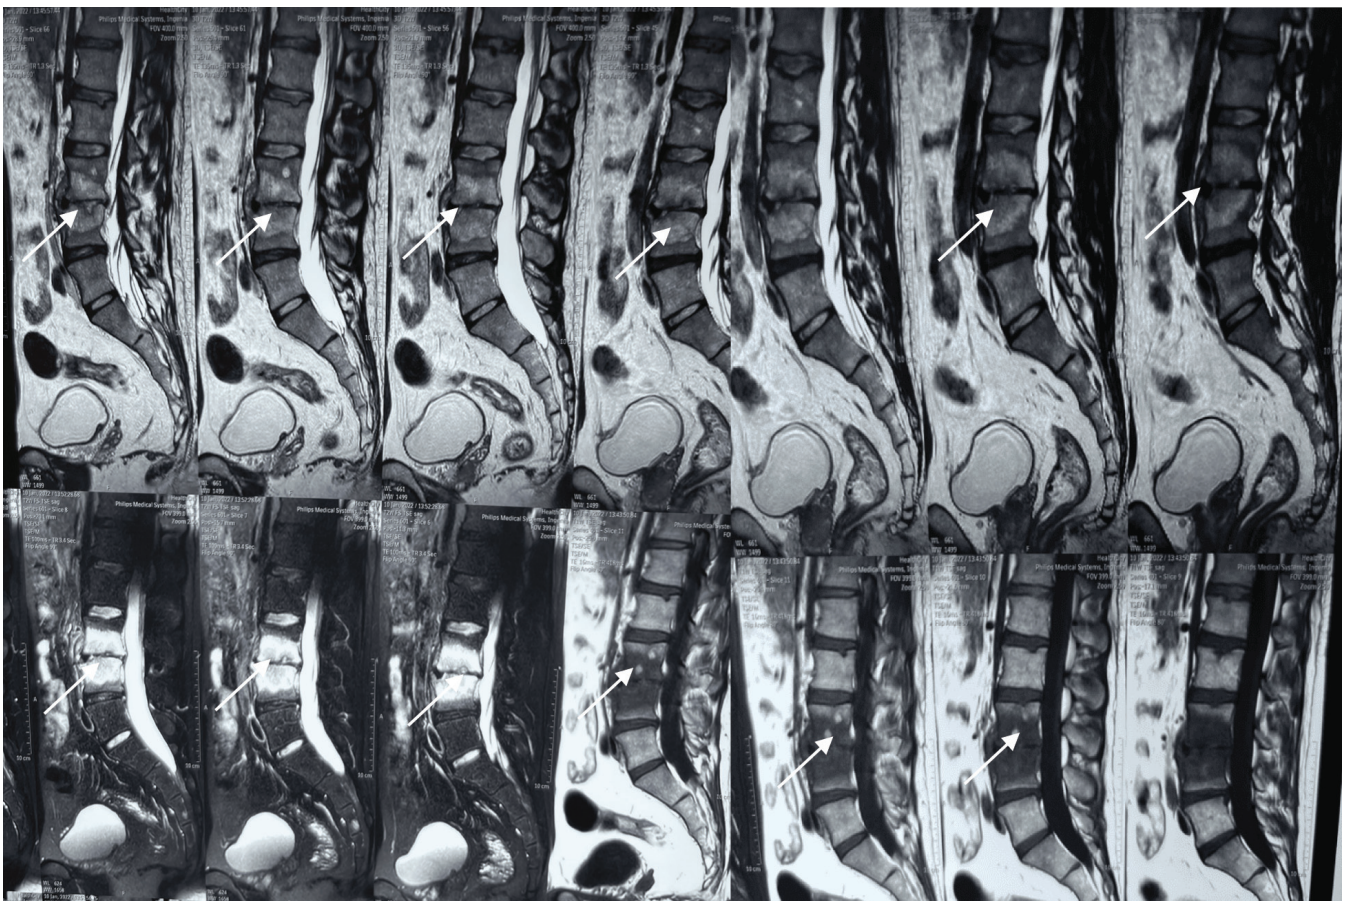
Магнитно-резонансная томография (T1 и T2 без подавления жирового сигнала; STIR T2) позвоночника мужчины 27 лет, городского жителя, с хроническим бруцеллезом. У пациента появились воспалительные боли в спине, асимметричный олигоартрит, озноб, ночная потливость, волнообразная лихорадка, тревожность и потеря веса. HLA-B27 – отрицательный; туберкулезный спондилит исключен фтизиатром. Диагностические тесты: реакция агглютинации Райта 1:400; положительная пластинчатая реакция агглютинации Хаддлсона; антитела IgG и IgA к *Brucella* spp. Выявлен активный спондилит с выраженным отеком костного мозга. Выявлен спондилит межпозвоночного сегмента L3–L4, характеризующийся обширным отеком костного мозга, множественными эрозиями опорных участков сочленяющихся поверхностей и отеком мягких тканей по передней поверхности тел позвонков. Заключение: гнойный (бруцеллезный) спондилит с формированием абсцесса в мягких тканях, прилегающих к передним отделам тел L4 и L5 позвонков
